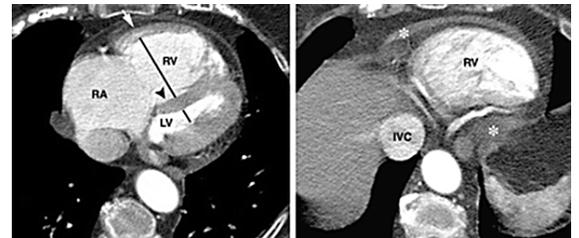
СКТ-картина при хронической постэмболической легочной гипертензии. Слева — дилатация правых камер сердца (RA, RV), справа — дилатация нижней полой вены (IVC).
